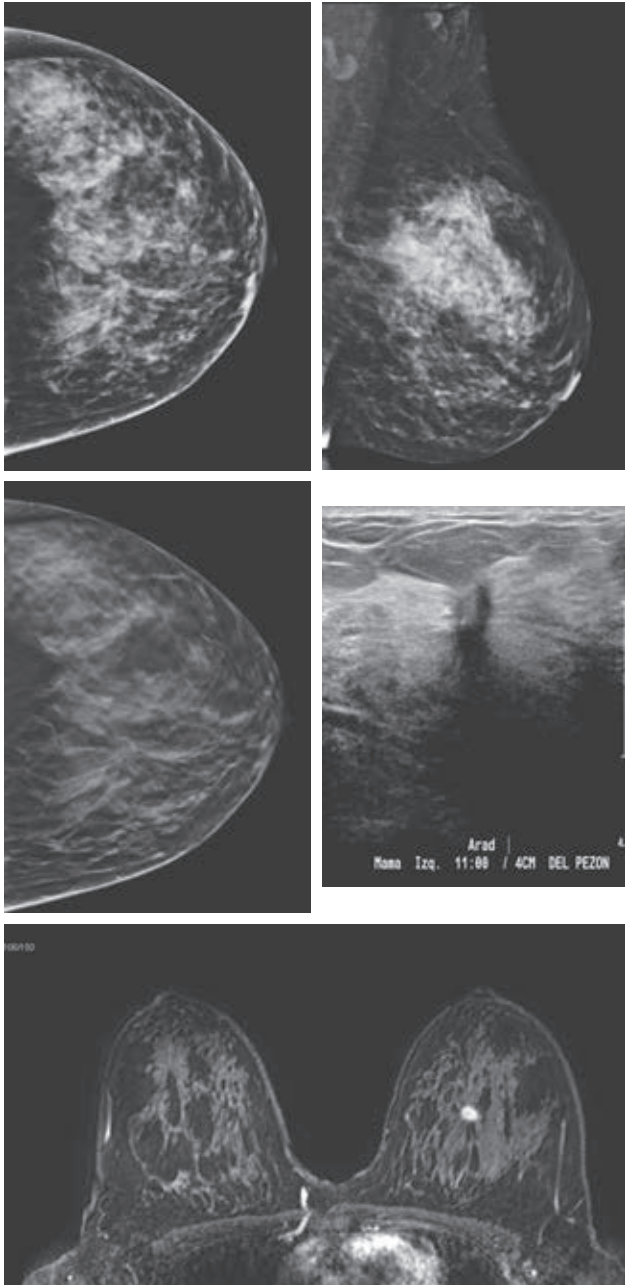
Distorsión de la arquitectura en mama izquierda, más evidente en tomosíntesis, corroborada por ultrasonido, con diagnóstico histopatológico de carcinoma ductal infiltrante moderadamente diferenciado, mediante biopsia trucut, posteriormente observada en resonancia magnética contrastada, como estudio de extensión.
